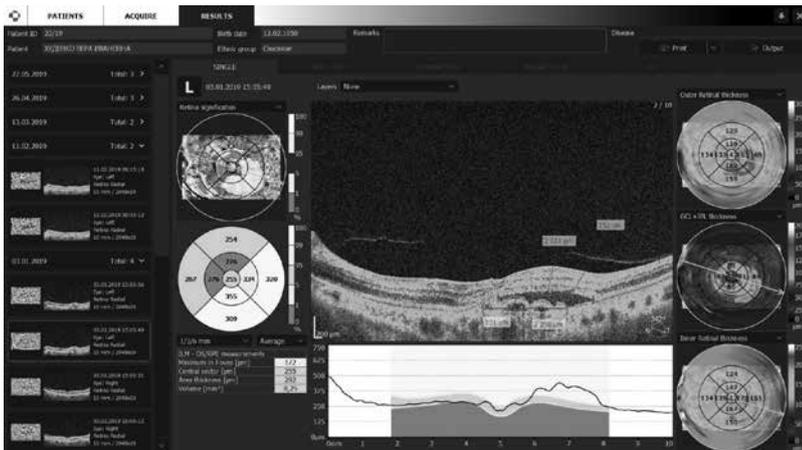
Оптическая когерентная томограмма пациентки В. с экссудативной возрастной макулярной дегенерацией до интравитреального введения афлиберцепта
